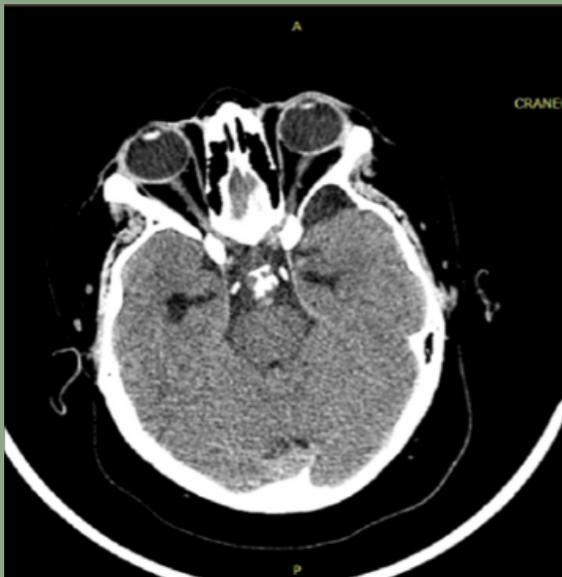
TC de cráneo simple prequirúrgica.
